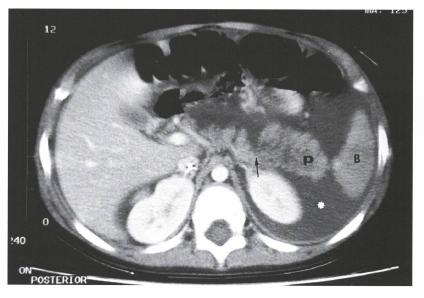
TC abdominal muestra el páncreas (p) aumentado de tamaño, con una solución de continuidad a nivel del cuerpo (flecha) y ascitis (*). B: bazo.
